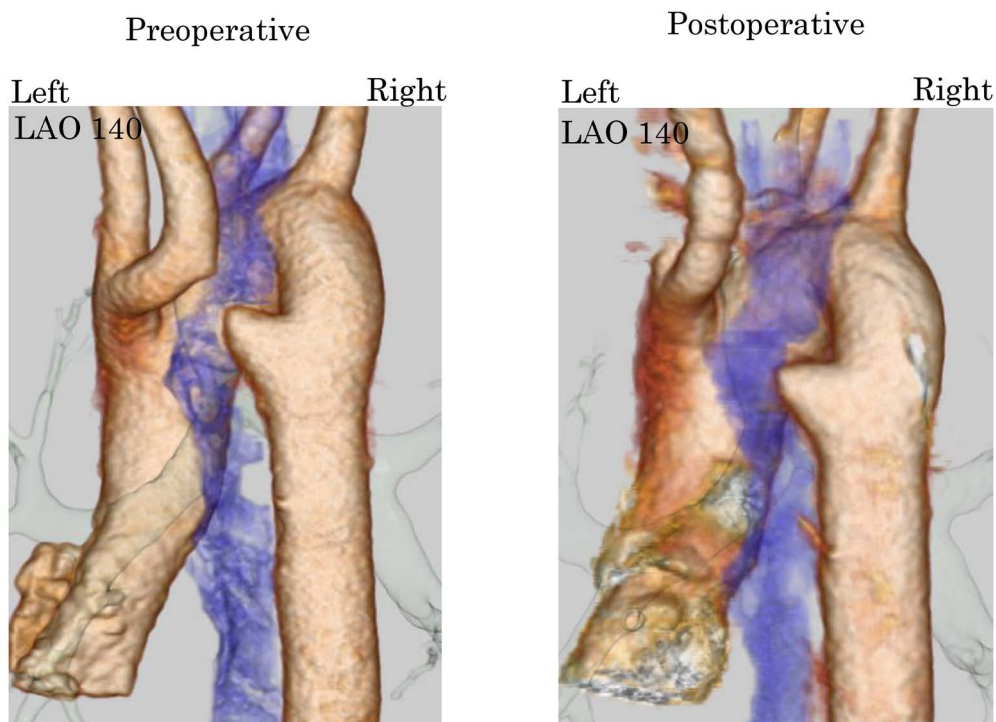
Contrast-enhanced CT after surgical operation.
